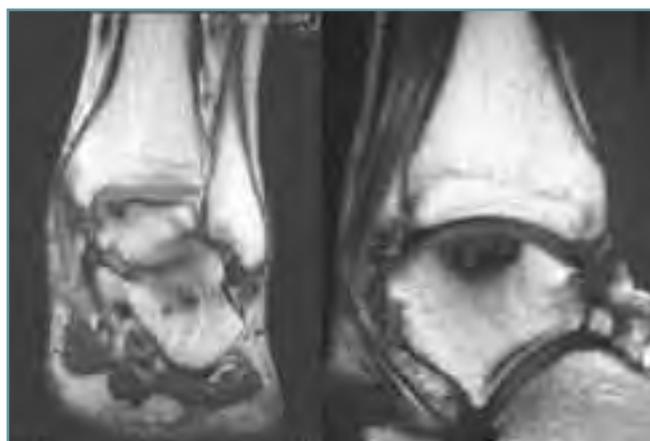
Cortes coronal y sagital de RMN donde vemos una lesión osteocondral del astrágalo extensa en la región medial y el tercio medio de grado IIb.
